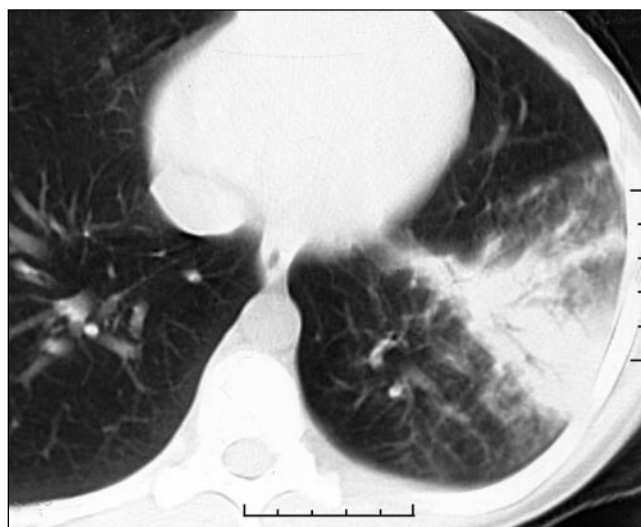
Компьютерная томограмма грудной клетки больной Б., 12 лет (пояснения в тексте).
